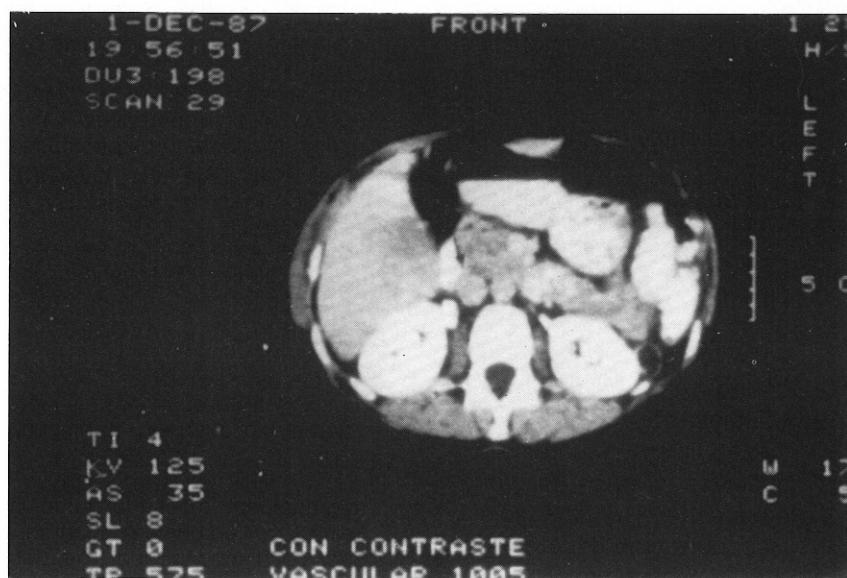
TAC abdominal con contraste. Vena cava inferior (flecha) libre, por encima de la encrucijada renal.
